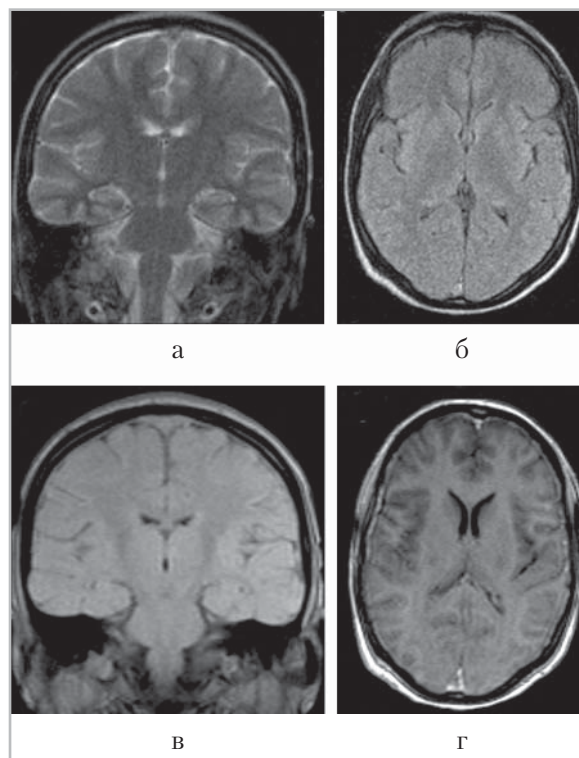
Первичные МР-томограммы головы пациентки С., 1987 г. р., выполненные при поступлении в клинику. Коронарное Т2-ВИ (*a*), аксиальное изображение FLAIR (*б*), коронарное Т1-ВИ (*в*) и аксиальное Т1-ВИ после внутривенного контрастирования (*г*). На нативных изображениях патологических изменений не прослеживается. После введения контрастного вещества определяется его накопление в оболочках мозга
